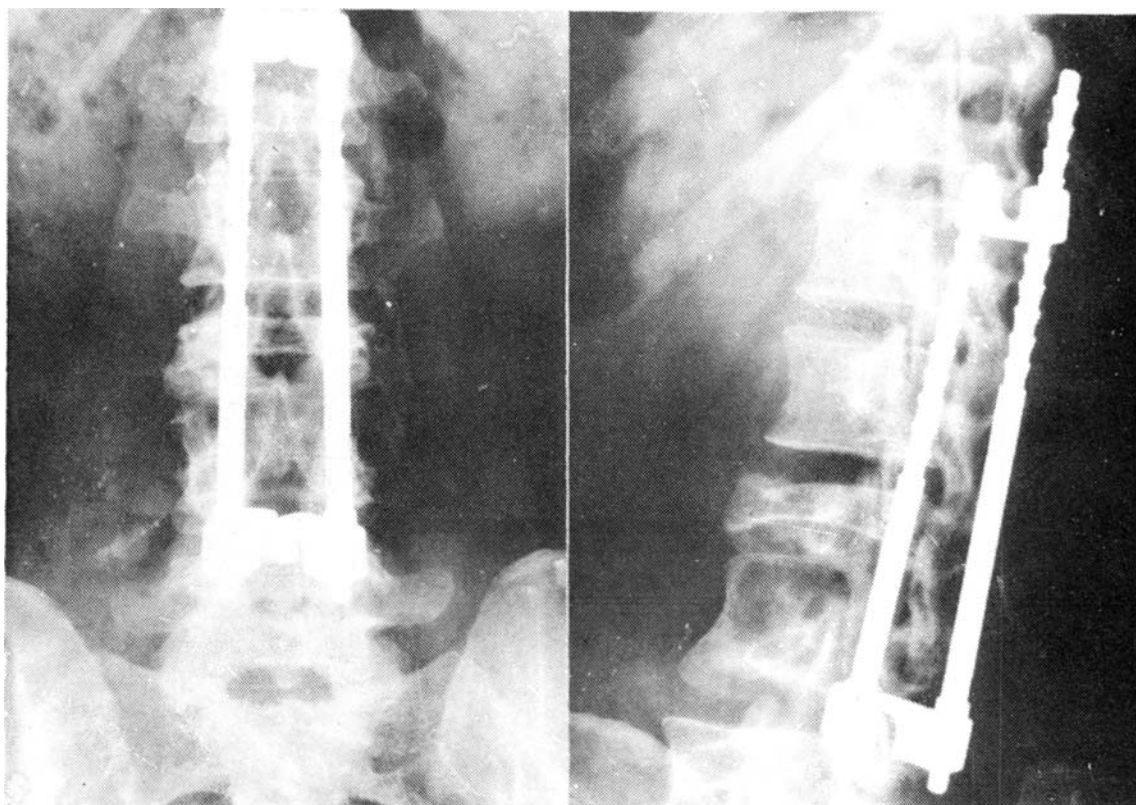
Radiografía AP y oblicua a los 6 meses de la intervención donde se observa un aplanamiento y calcificación de L3 con buena evolución de los injertos hacia la consolidación.
